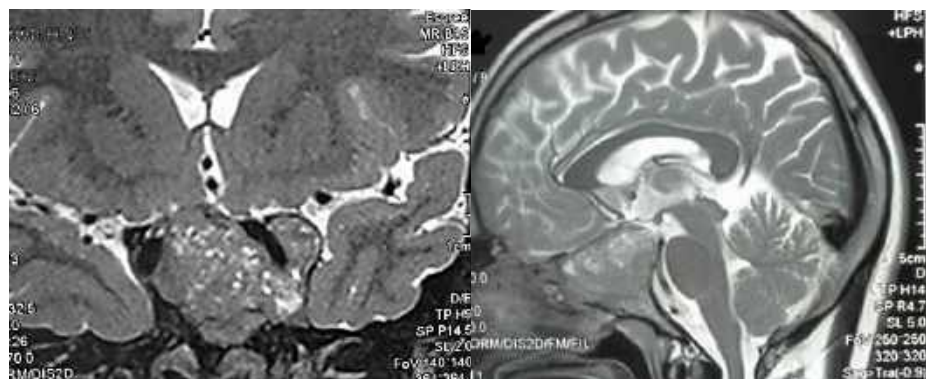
Спостереження №20. Хворий К-ць, 31 рік (історія хвороби №4511/2). МРТ перед останнім хірургічним втручанням.
